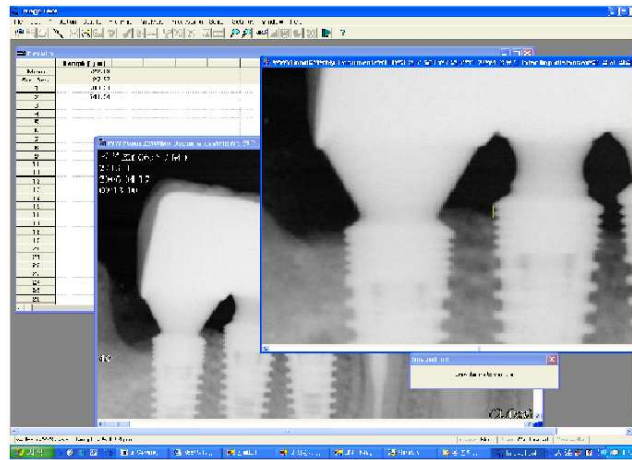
An example of digital processing of radiographic image using UTHSCSA Image Tool software. In this figure, Oneplant is shown.
